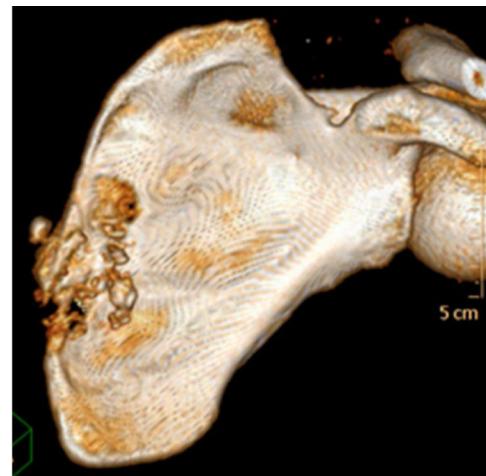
Radiografía del condrosarcoma escapular.
